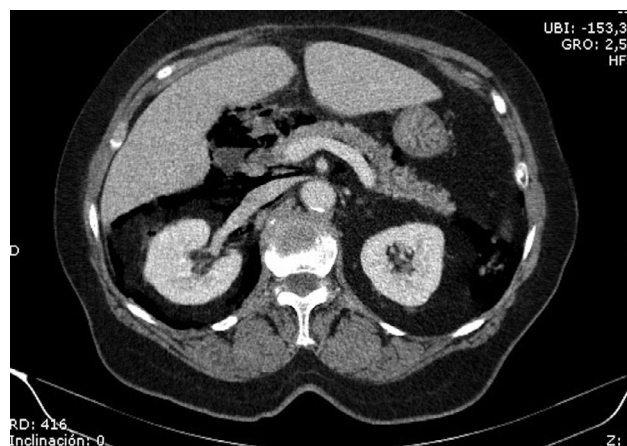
Imagen de TC abdominal tras la realización de la CPRE en la que se observa retroneumoperitoneo y neumoperitoneo importante.
